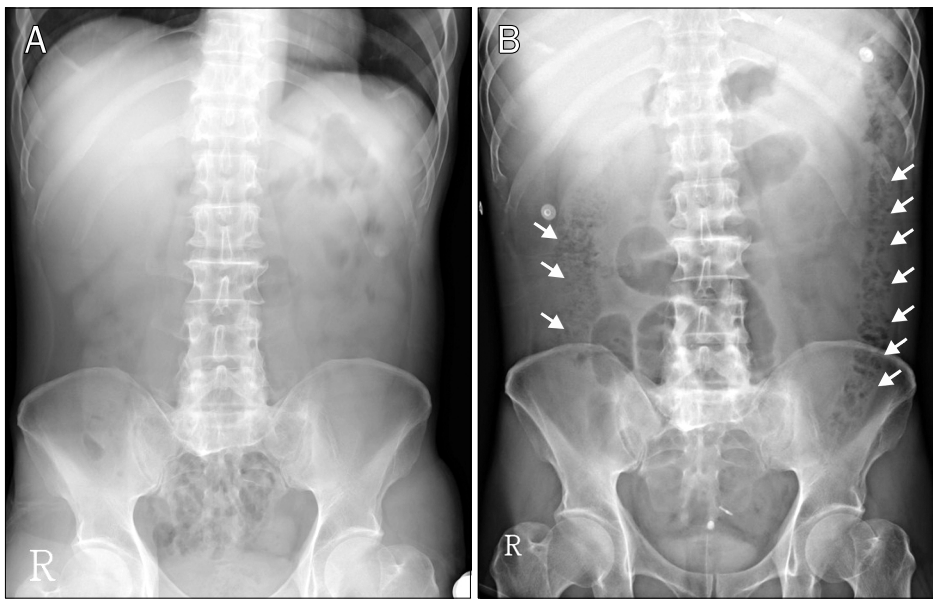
Plain abdomen radiography. (A) Initially, no remarkable findings are present. (B) After two days, numerous air bubbles are noted in the ascending and descending colon (arrows).
